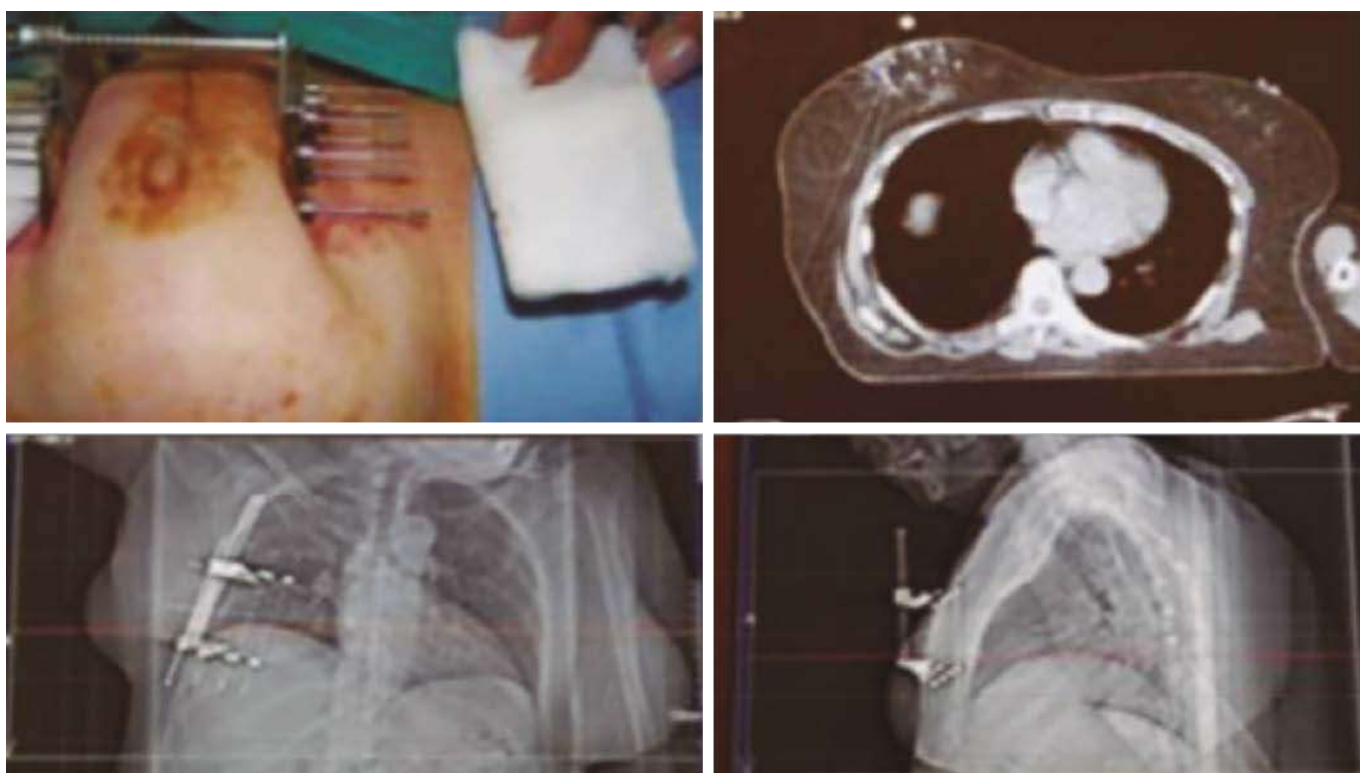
Estudio CT para planificación.
